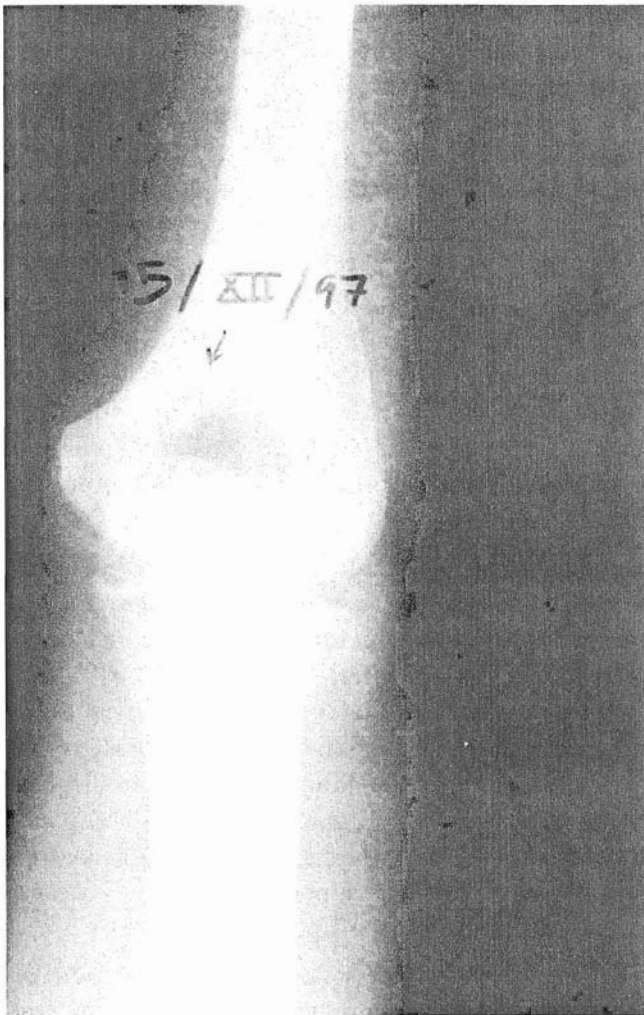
Radiografía anteroposterior de codo en la que se observa imagen osteolítica lacunar con núcleo denso en la columna medial de la paleta humeral.
